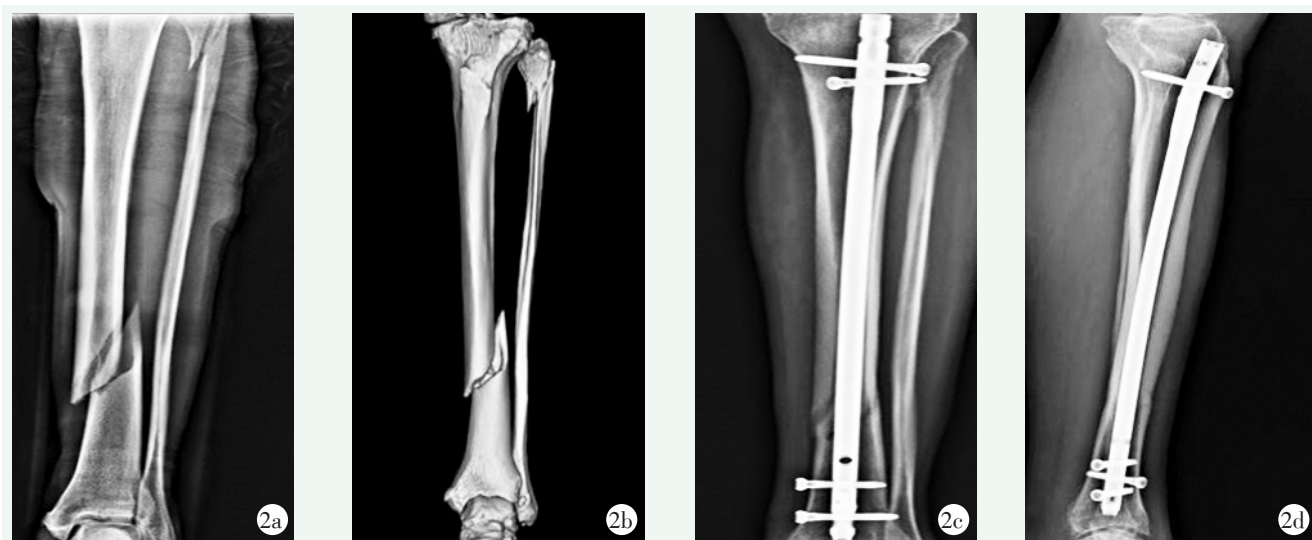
患者，男，62岁，左胫骨远端关节外螺旋骨折，硬腰联合麻醉下采用髓内钉闭合复位内固定术 2a, 2b: 术前 X 线片及 CT 三维重建示左胫骨远端骨折伴腓骨近端骨折 2c, 2d: 术后5个月复查，正位及侧位 X 线片示骨折愈合良好，无移位
